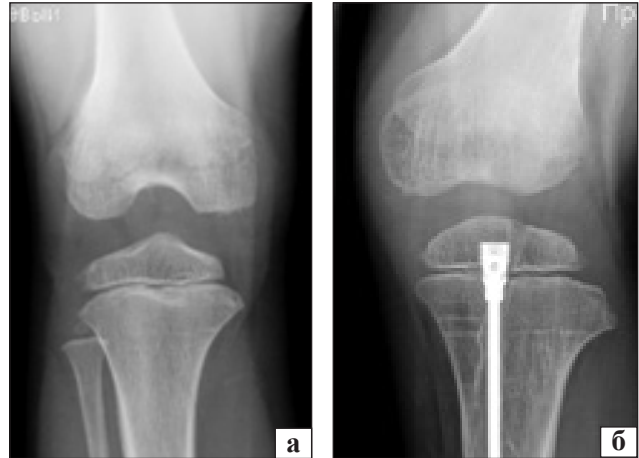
Фотовідбитки рентгенограм КС пацієнтки Н., 7 років: а) стабільний КС; б) нестабільний КС за ВВРНК
